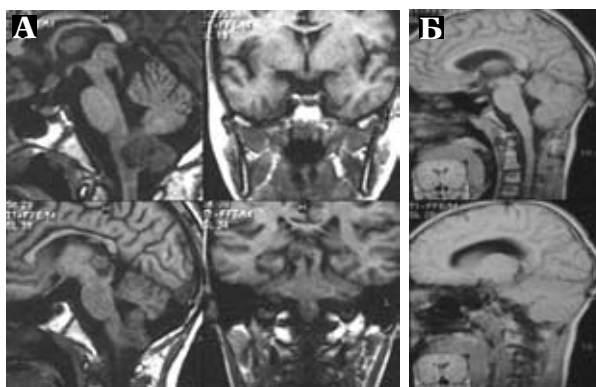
Магнитно-резонансные томограммы головного мозга. Мультицентрический рост эпендимомы: узлы в среднем, продолговатом и спинном мозге. А — до операции; Б — после операции через 1 год
